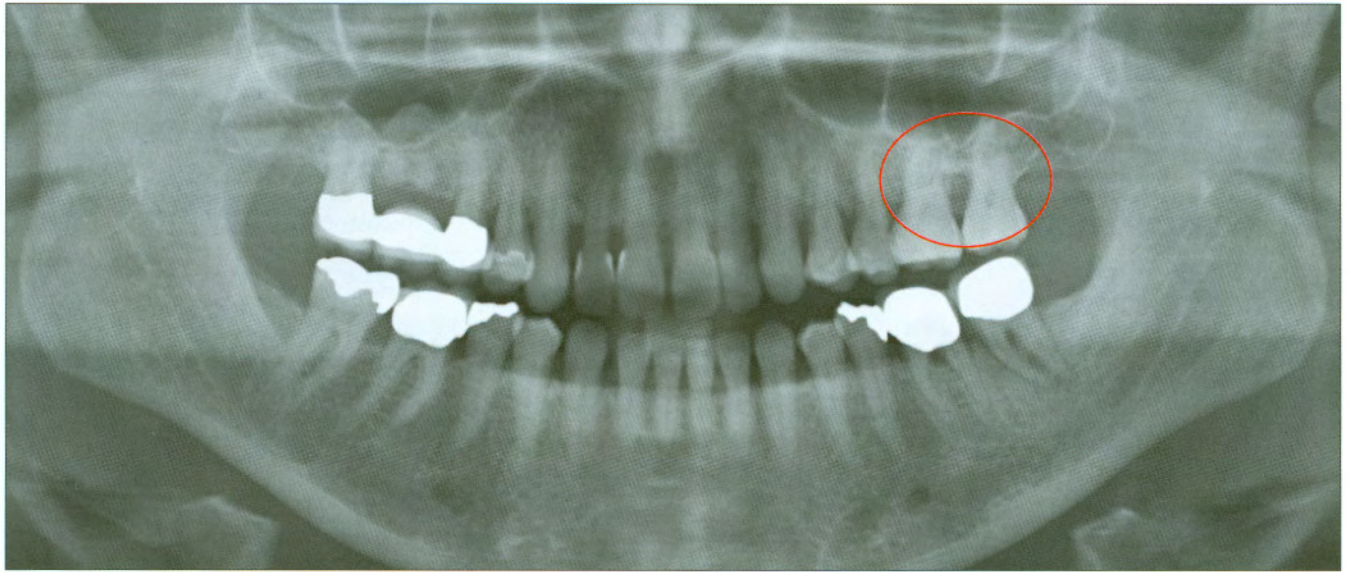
Initial panoramic radiograph suggesting a furcation involvement on tooth 26.
